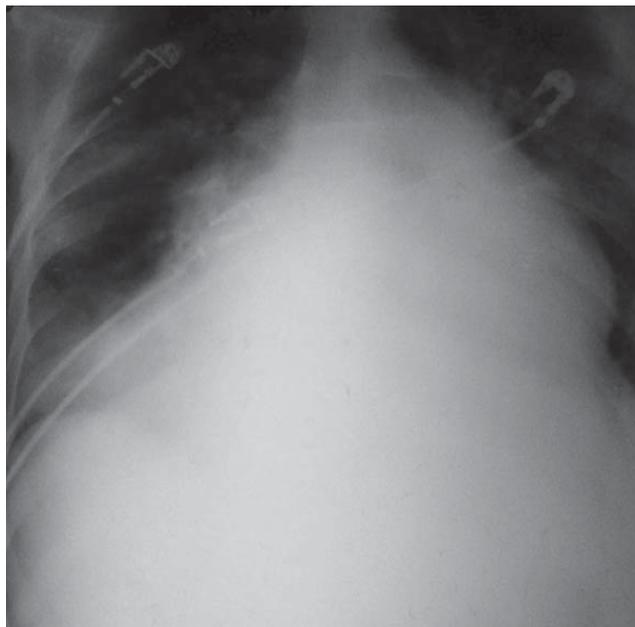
Контрольная рентгенограмма
